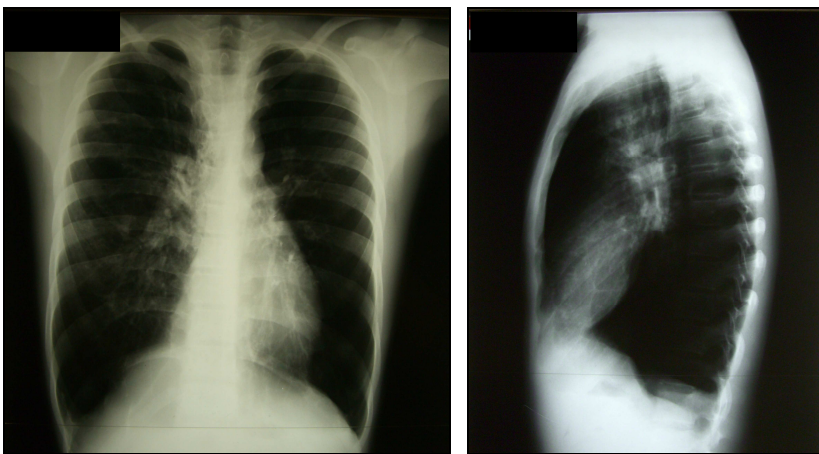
Radiografia de tórax de um paciente de 16 anos com diagnóstico de BOPI, acompanhado no HC-UFMG (Brasil), evidenciando hiperinsuflação bilateral, aumento de volume pulmonar bilateral e espessamento peribrônquico na região central.
